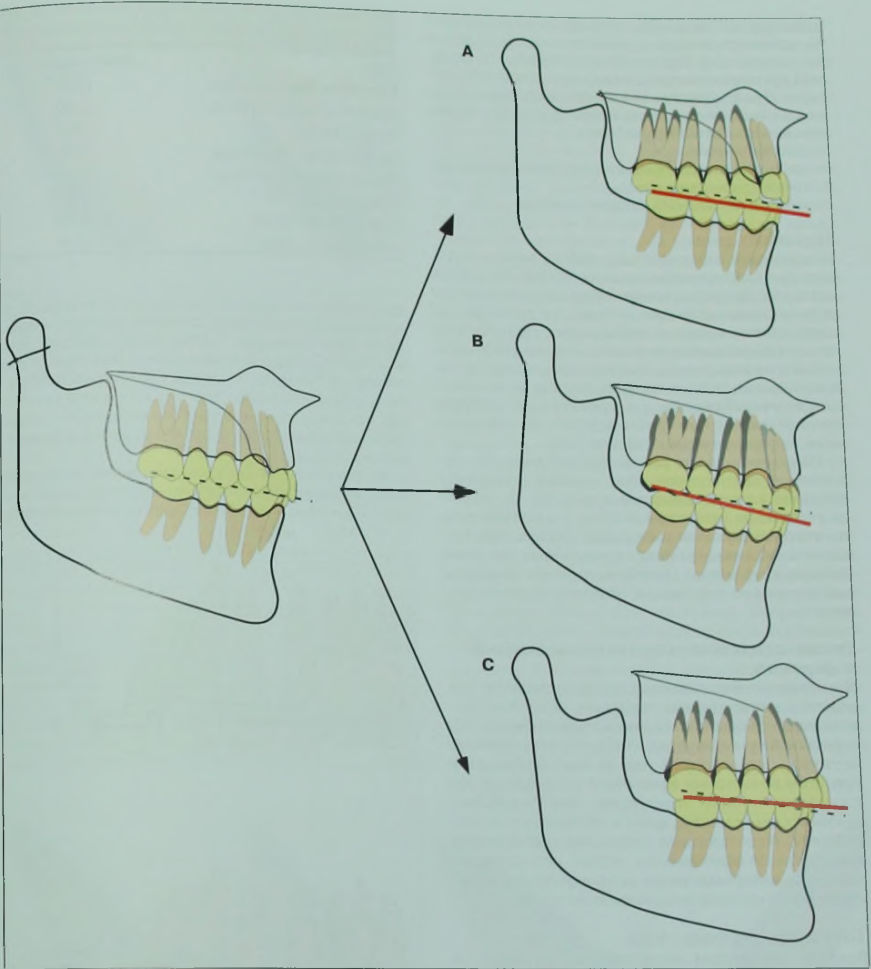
Изменение окклюзионной плоскости при коррекции глубокой окклюзии. А. Экструзия боковых зубов и изменение уровня окклюзионной плоскости приводят к коррекции глубокой окклюзии и сопровождаются ротацией нижней челюсти. В. Ротация окклюзионной плоскости по часовой стрелке также влияет на изменение положения нижней челюсти. С. Уплотнение окклюзионной плоскости (ротация против часовой стрелки) практически не изменяет положение нижней челюсти.
